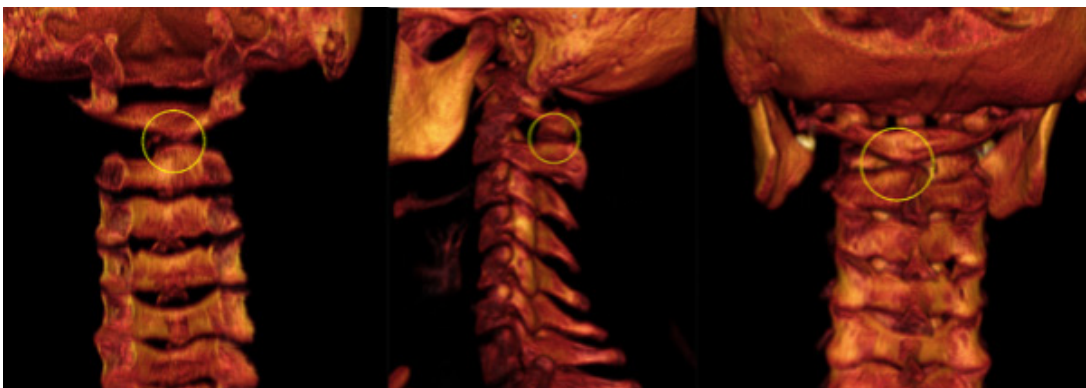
Reconstrucción 3D Tomografía computarizada columna cervical*
